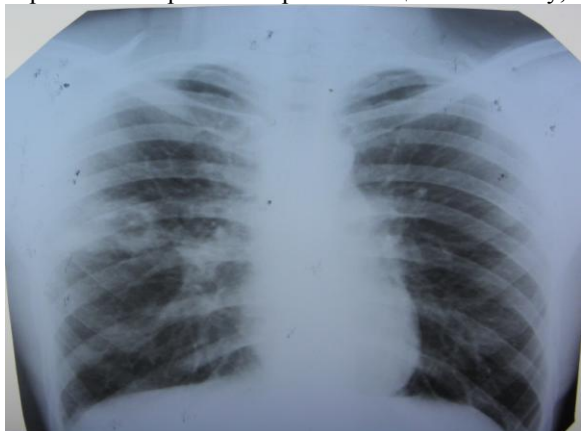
Оглядова рентгенограма ОГК хворого А. до лікування.
